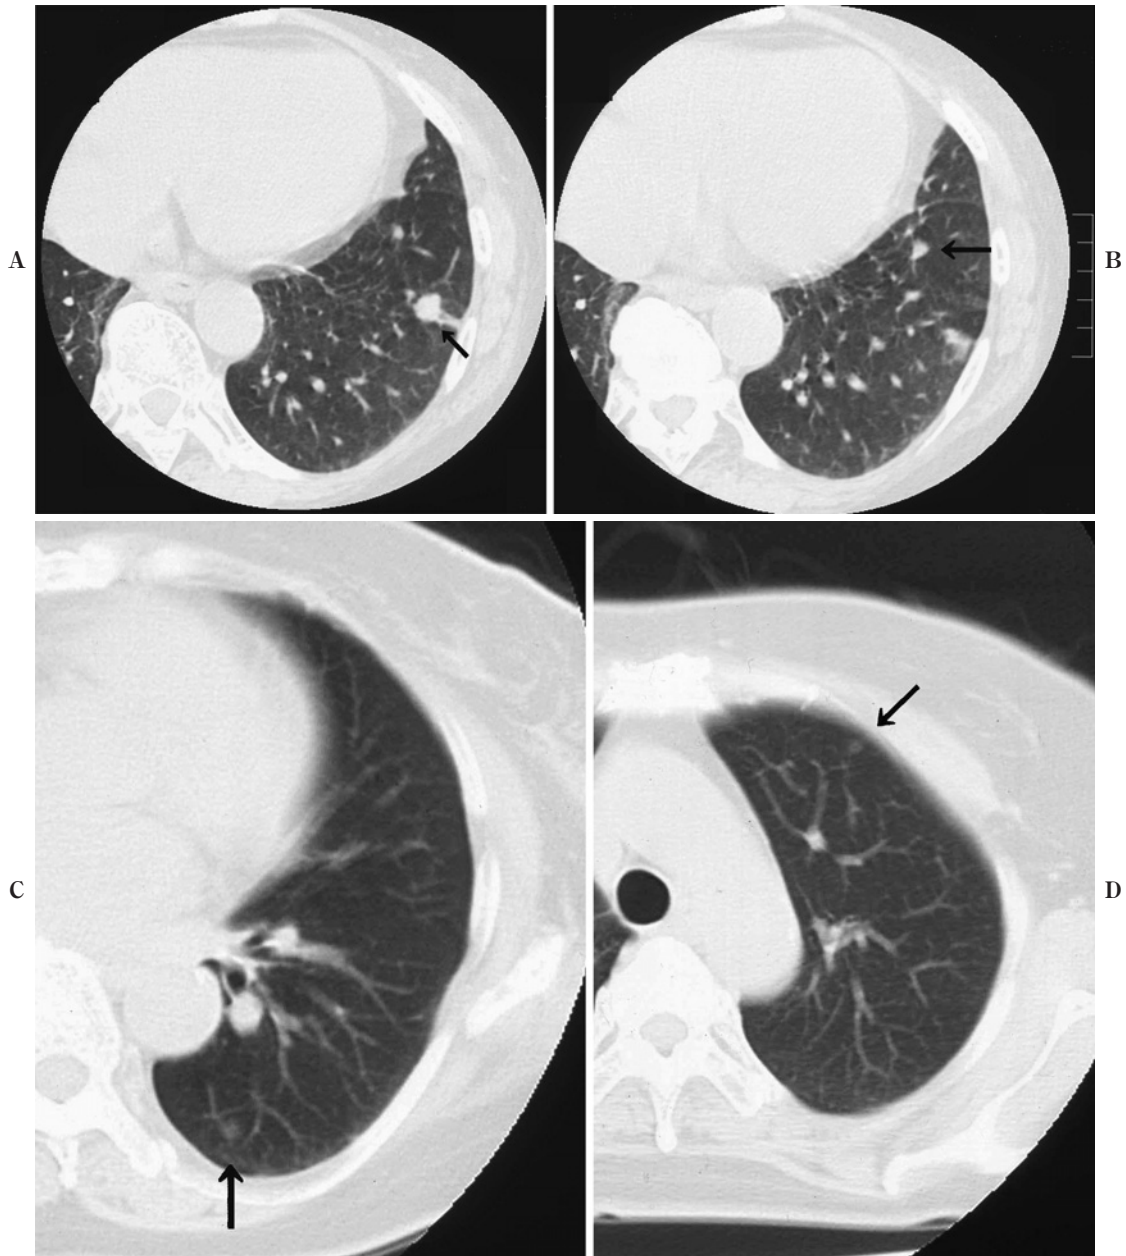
Chest CT scans showing pulmonary nodules in the left S⁸ (A, B), in the left S⁶ (C) and in the left S¹⁺² (D).
